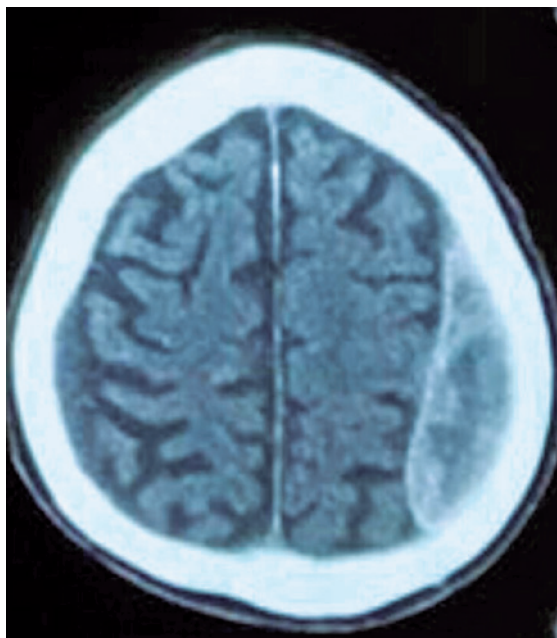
Tomografia computadorizada de crânio, realizada de forma eletiva, após 4 semanas da angioplastia coronária, com documentação de hematoma subdural crônico bilateral.
